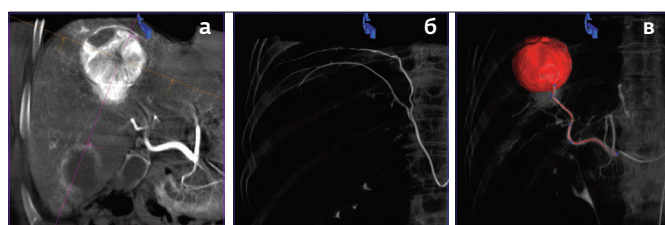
(а-в). Этапная ссХЭ-ЛНМ ГЦР стадии ВСLС В II (третий этап): а. Диагностическая ПДКТ-АФАГ – определяется кровоснабжение третьего опухолевого узла и полный ответ на лечение по mRECIST в двух пролеченных узлах; б. Сегментация и выделение питающего сосуда третьего целевого узла ($28 \times 18 \times 11$ мм) в полуавтоматическом режиме; данные переданы на рентгеноскопические мониторы для облегчения суперселективной катетеризации; в. ПДКТ без контрастирования сразу после ссХЭ-ЛНМ – отмечается равномерное накопление ЛНМ в целевом узле.
